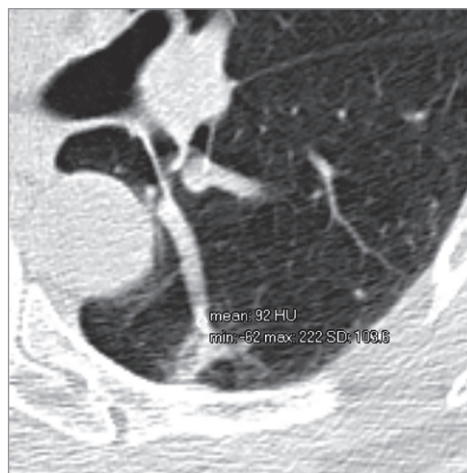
Збільшений фрагмент аксіального зрізу КТ хворого Д. із денситометричними показниками тромбу гілки легеневої артерії
